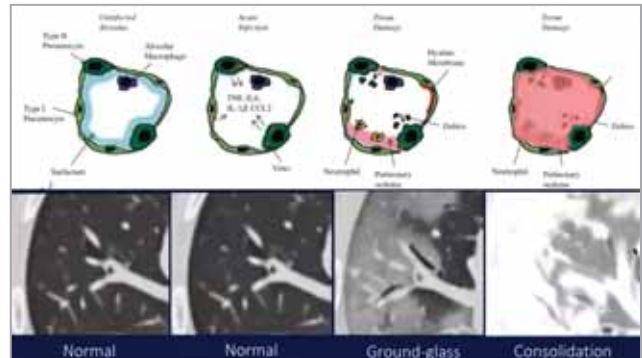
Феномен «затопления» альвеол с формированием КТ-картины «матового стекла»
